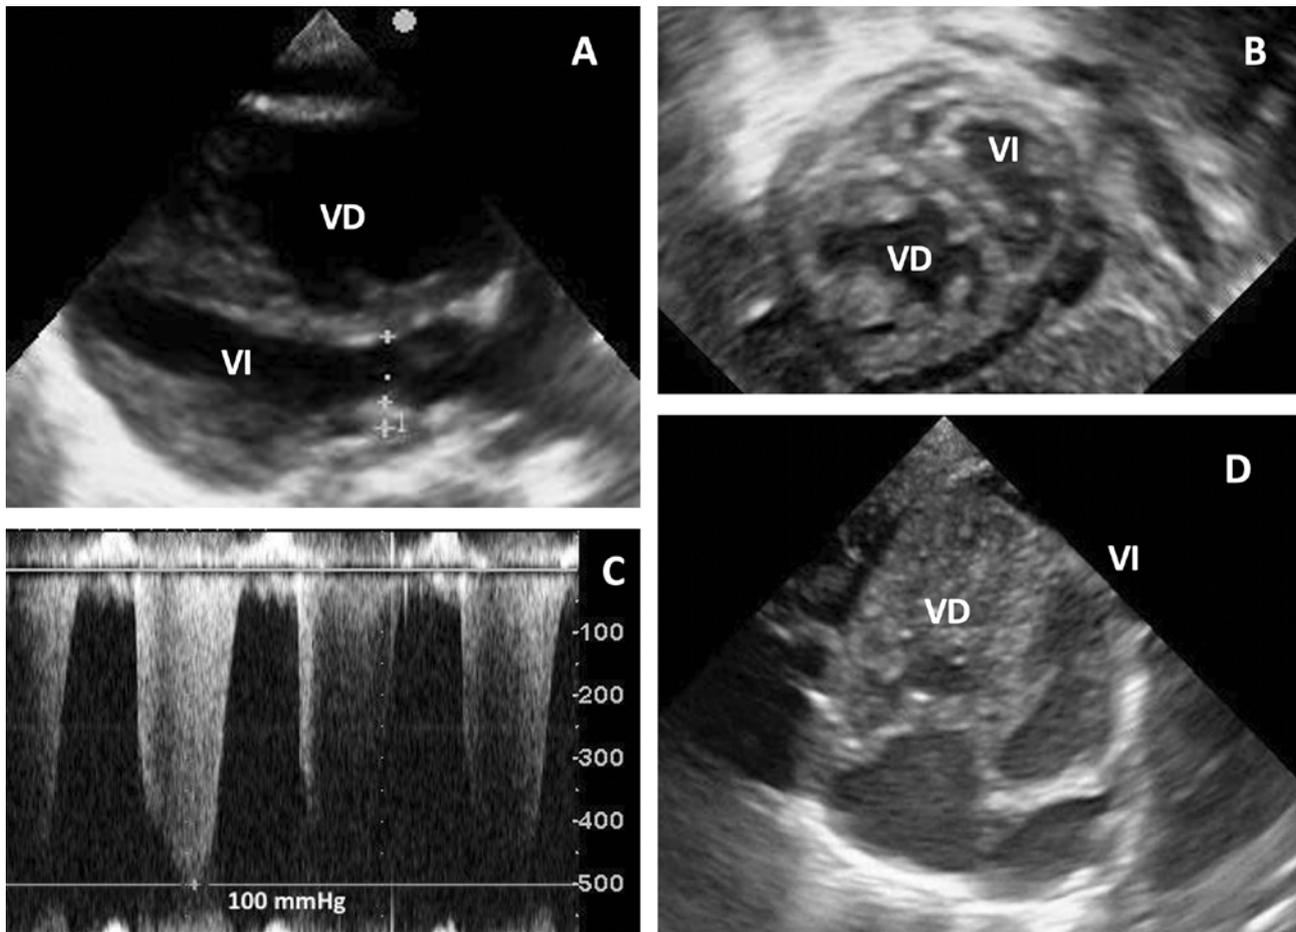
Ecocardiografía transtorácica. A) Plano paraesternal eje largo. Ventriculo derecho dilatado. B) Plano paraesternal eje corto. Tabique interventricular tipo III, ventriculo derecho dilatado y con derrame pericárdico. C) Presión pulmonar sistólica estimada por insuficiencia tricuspídea de 100 mmHg + presión aurícula derecha. D) Plano apical 4 cámaras con hipertrofia y dilatación ventricular derecha y aurícula derecha dilatada. VD: *ventrículo derecho*. VI: *ventrículo izquierdo*.
